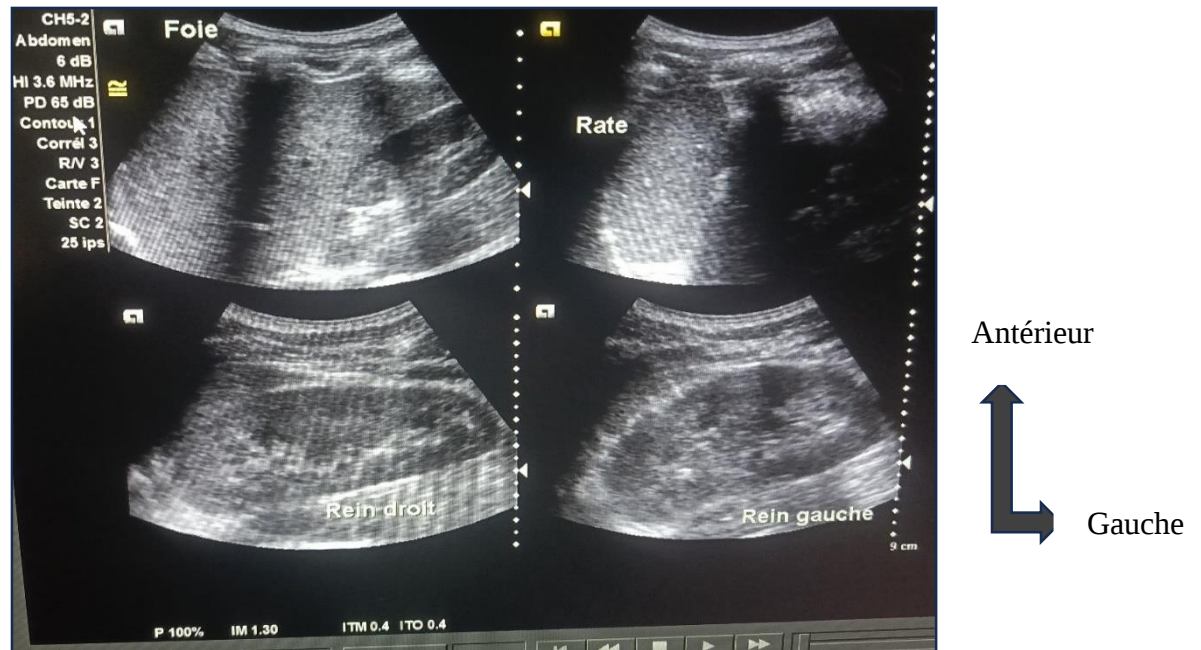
Images échographiques normales du foie, de la rate, des reins[13]
